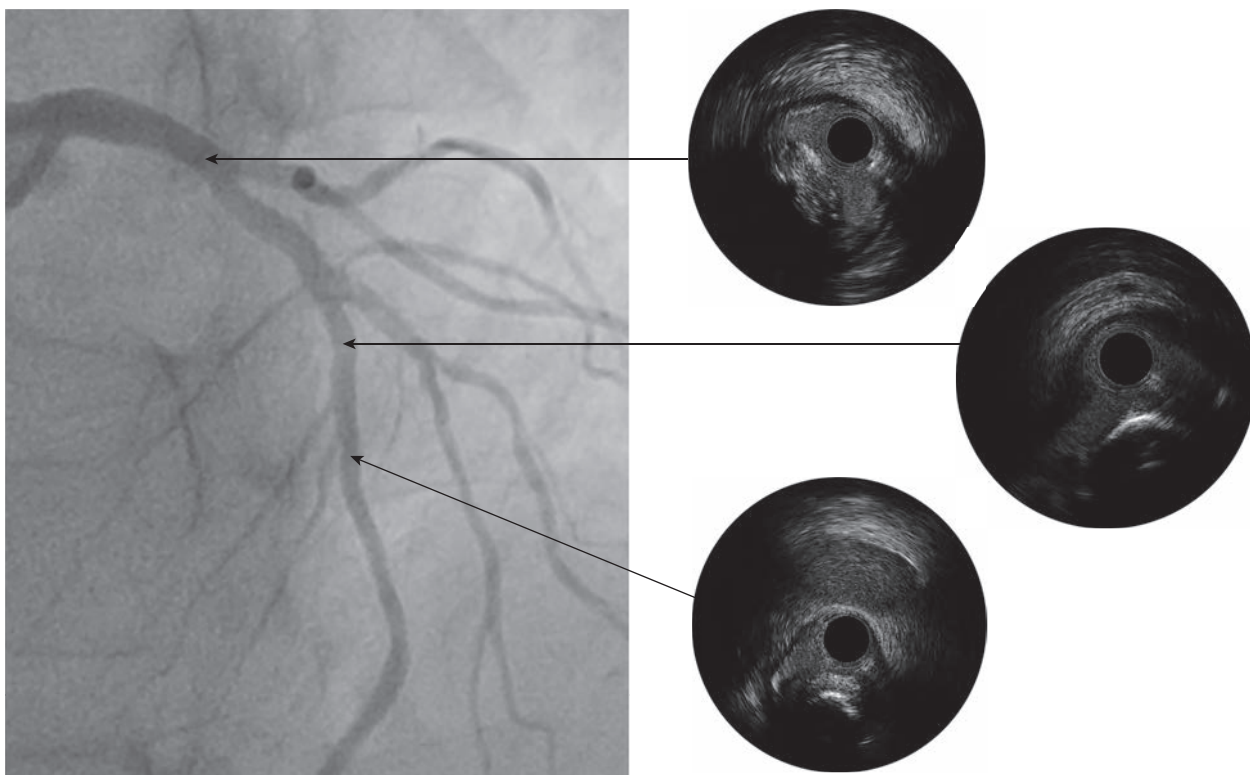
Пример несоответствия ангиографической и картины внутрисосудистого УЗИ (ВСУЗИ). Слева показана коронарография, справа — картина по данным ВСУЗИ. Стрелками показаны участки на коронарографии, соответствующие срезам артерии в тех же сегментах. По данным ВСУЗИ отмечено диффузное поражение передней межжелудочковой артерии, ствола левой коронарной артерии (ЛКА) с выраженным кальцинозом, минимальная площадь просвета артерии в дистальной трети ствола ЛКА=4,2 мм², что потребовало коррекции тактики вмешательства
